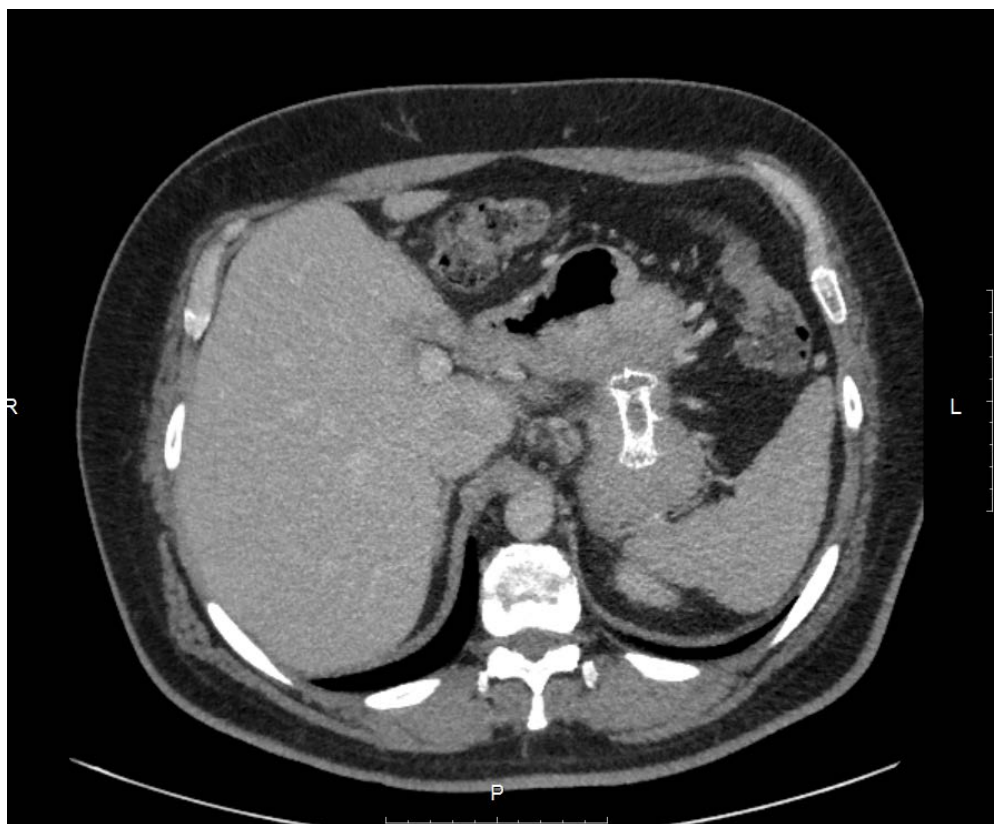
МСКТ органов брюшной полости с в/в контрастированием, через 2 месяца после установки нитинолового саморасширяющегося стента
